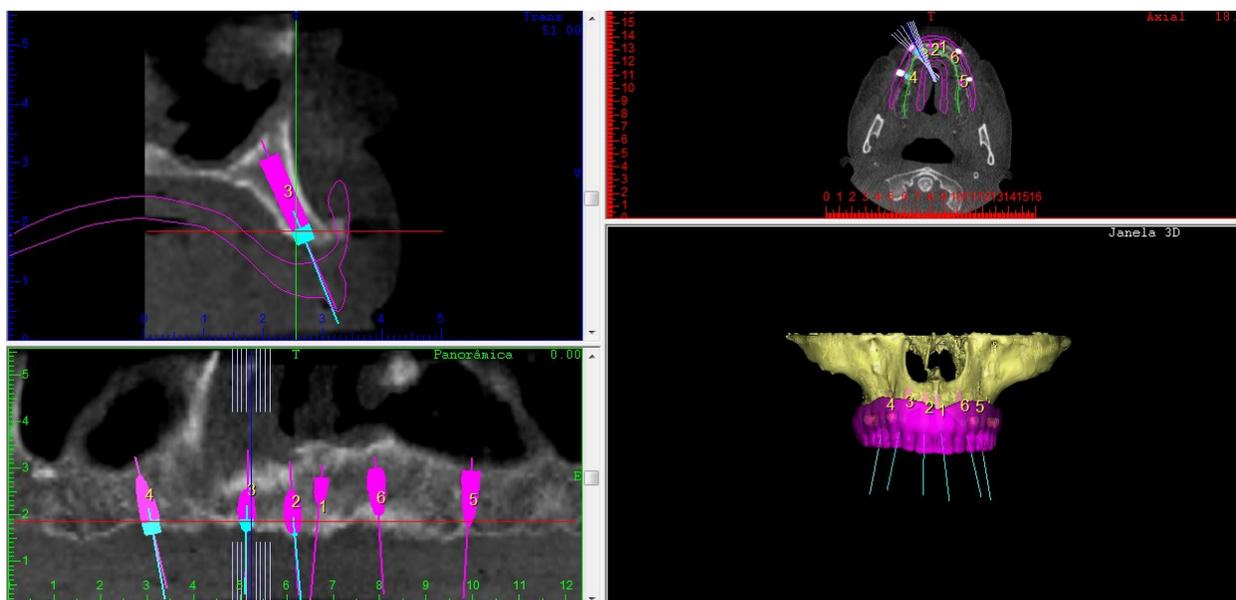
União das tomografias no software Dental Slice (Bioparts, Brasília, Brasil) planejamento dos implantes.
